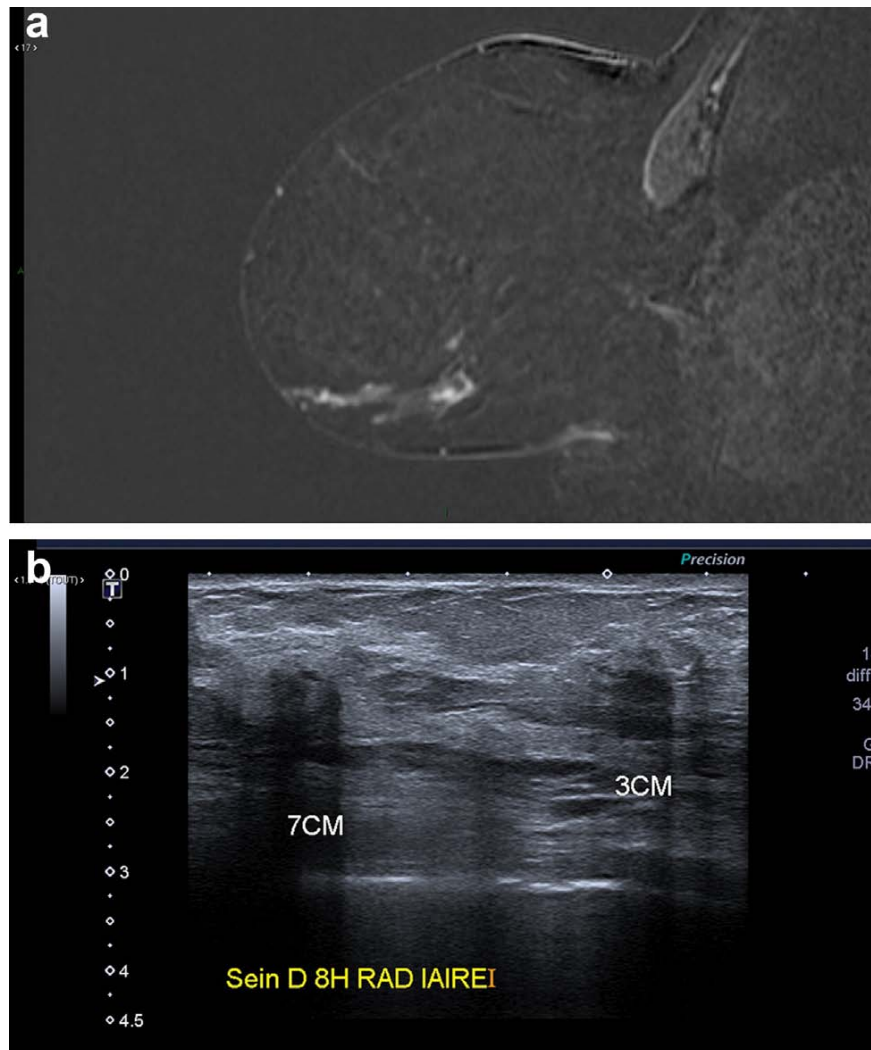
Patiente de 77 ans, carcinome lobulaire infiltrant bifocale du sein droit : a : IRM coupe sagittale T1 FS après injection de gadolinium avec soustraction. RNM linéaire micro ponctué étendu sur 5 cm du quadrant inféro-externe ; b : échographie sur le rayon de 8 h : présence de deux masses ACR6 dans la topographie du RNM.
